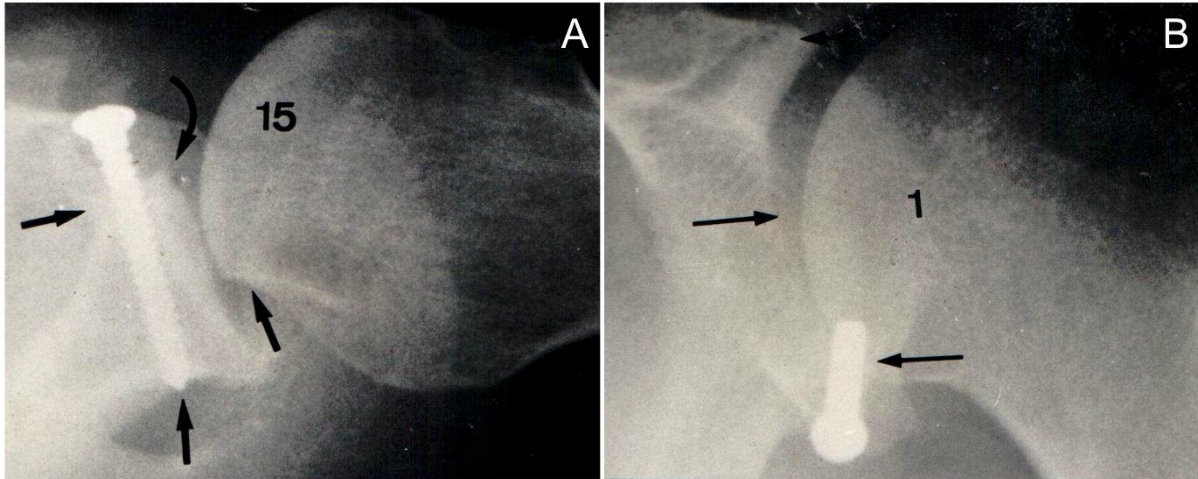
Radiografias demonstrando posicionamento adequado do enxerto e parafuso. A: Enxerto junto a borda da glenoide, consolidado, com parafuso de tamanho e angulação adequados; B: Enxerto posicionado abaixo do equador da glenoide.
